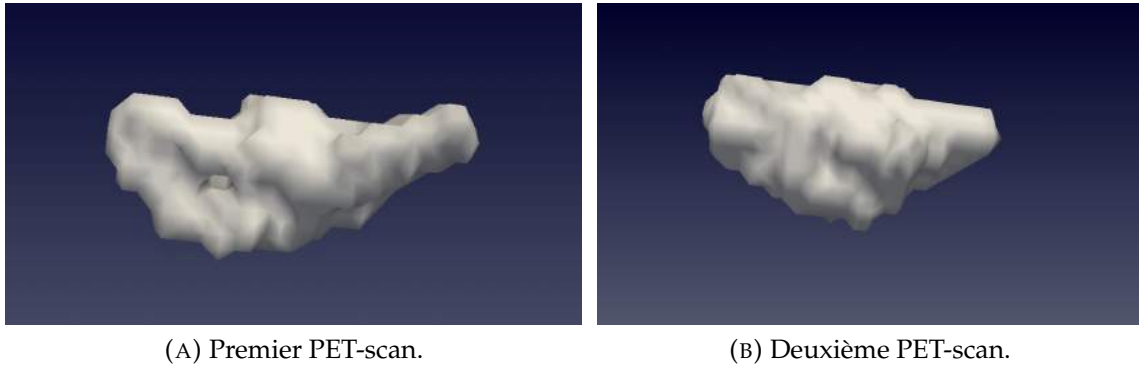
Les deux premiers PET-scan du deuxième cas clinique.
